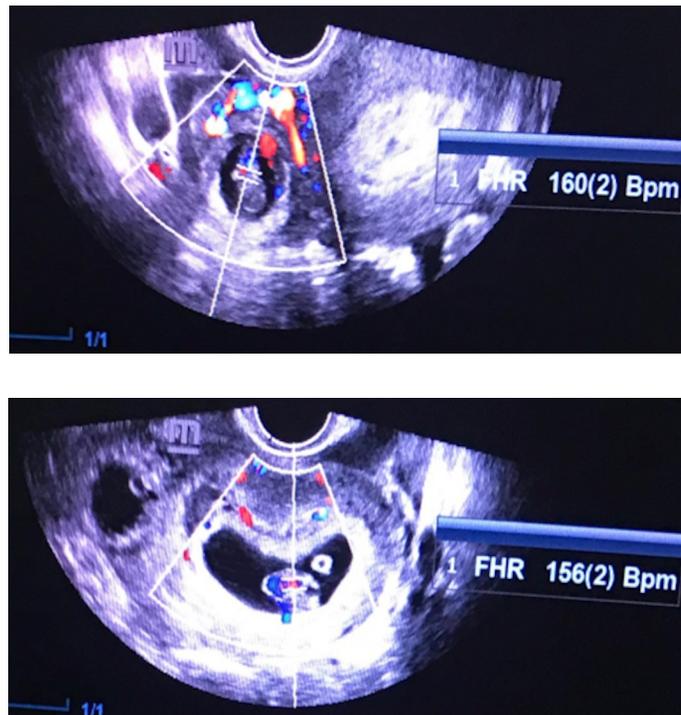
Embarazo heterotópico, en la parte superior saco gestacional anaxial derecho con embrión en su interior, abundante flujo sanguíneo al Doppler color, con embriocardia de 160 lpm. Imagen inferior muestra saco gestacional intrauterino con embriocardia positiva en 156 lpm.
